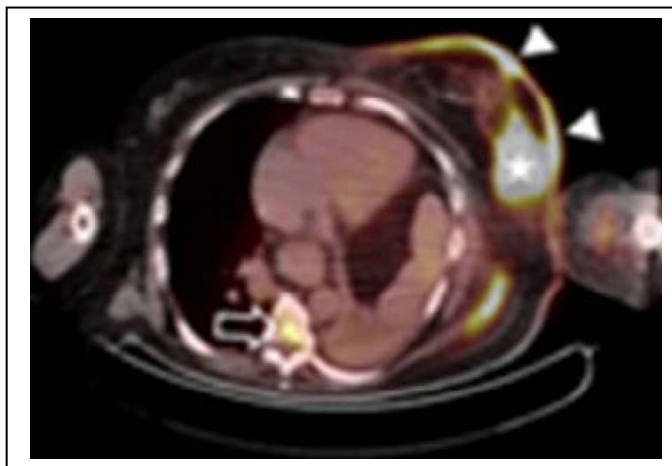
Aspect d'un cancer du sein gauche en PET-TDM chez une patiente de 34 ans [225].
